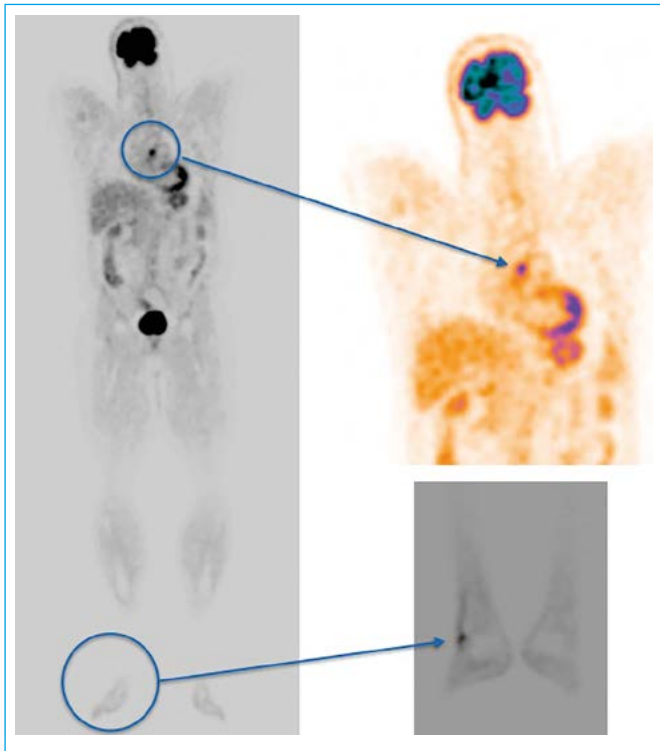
PET/TC. Áreas hipermetabólicas en aorta ascendente (aortitis) y partes blandas del pie derecho (localización del eritema nodoso previo)
